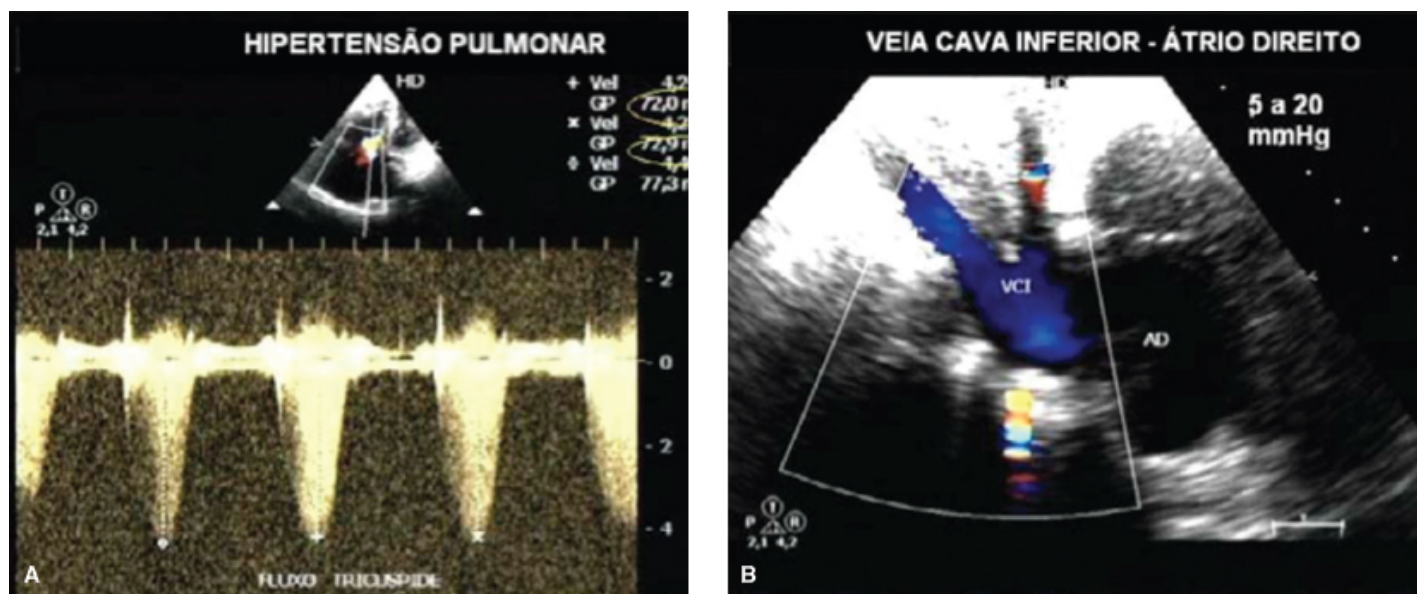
Hipertensão pulmonar. A. Mediante análise da velocidade do fluxo da insuficiência tricúspide é possível estimar a pressão sistólica da artéria pulmonar com o uso do Doppler contínuo. Neste paciente, o gradiente estimado pela insuficiência tricúspide apresenta-se elevado (aproximadamente 73 mmHg). B. É possível observar a veia cava inferior (VCI) com fluxo em cor azul drenado no átrio direito (AD). Esta apresenta-se dilatada, compatível com os altos níveis pressóricos apresentados pelo fluxo tricúspide (conforme observado em A).
